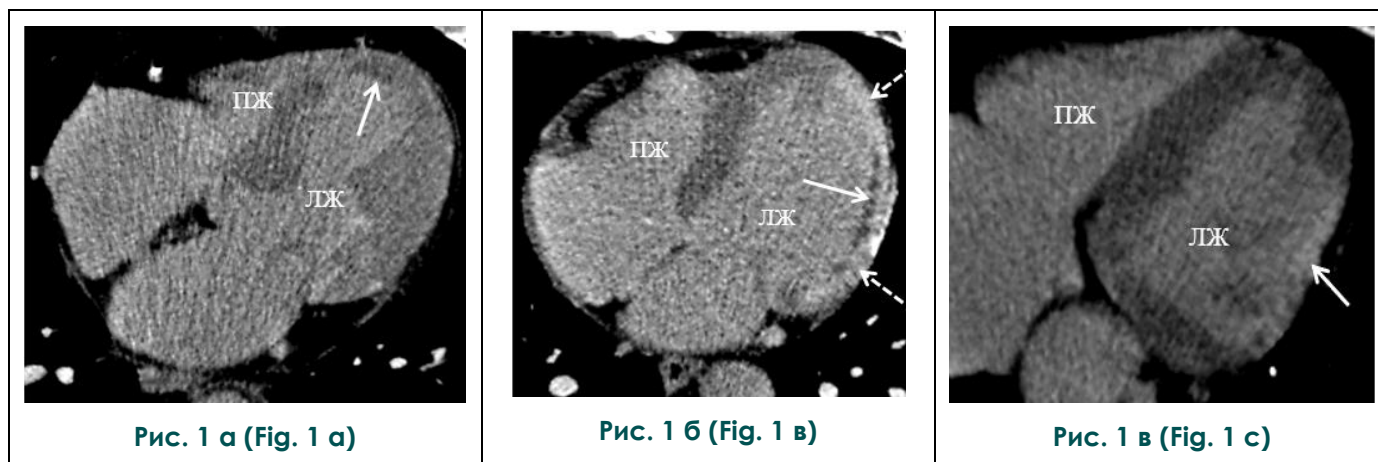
КТ сердца с внутривенным контрастированием, отсроченная фаза. Поперечные томографические срезы сердца.
